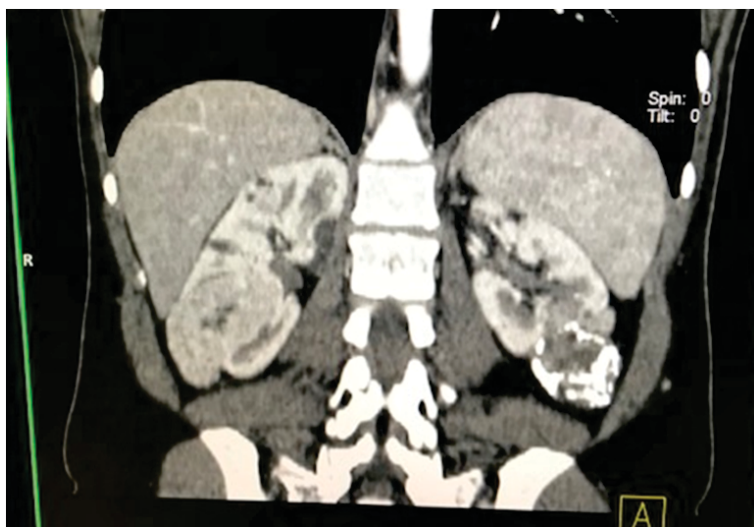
Tomografia computadorizada de abdome e pelve demonstrando formações nodulares sólidas, levemente hiperdensas e não homogêneas, com acentuado realce pelo meio de contraste, representando angioliipomas renais.
